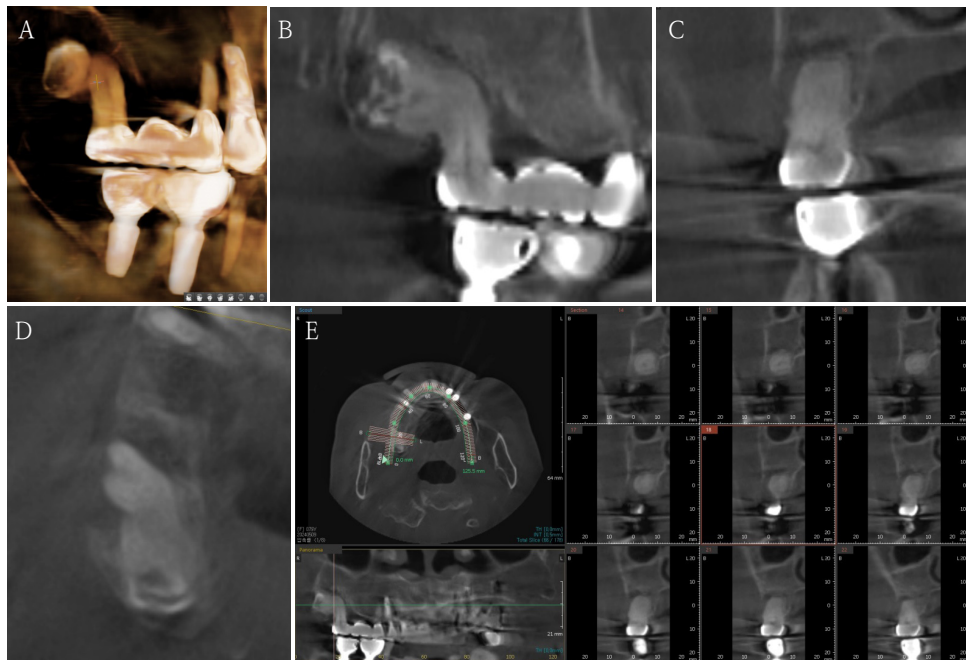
A. Cone-beam computed tomographic 3-dimensional reconstruction image. B. Panoramic view. C. Cross-sectional view. D. Axial view. E. Cross-sectional image shows that the two teeth are attached to each other and the roots have a bulbous appearance due to hyperproliferated cementum.
